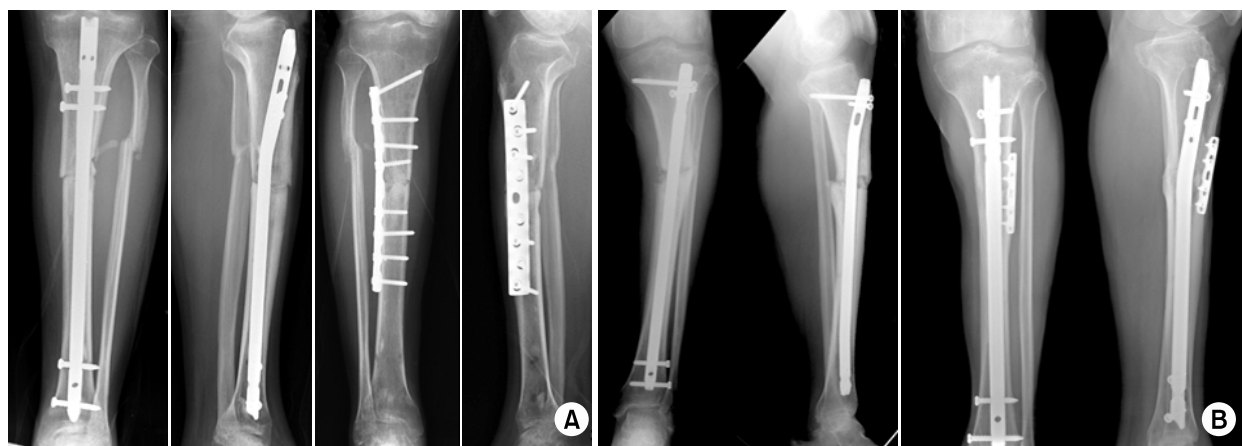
(A) A 33 year-old man with a proximal tibial fracture was treated with intramedullary nailing. Postoperative AP and lateral radiographs at 6 months showed a nonunion of the fracture and valgus malalignment. The nonunion site was plated using traditional technique which involves dynamic compression plate and autogenous bone grafting.
